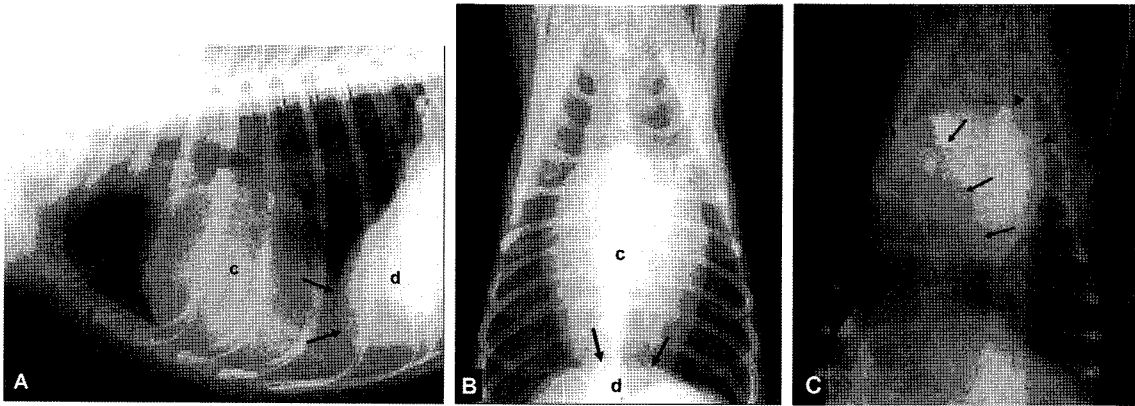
Radiographic evaluation of case 4. In survey thoracic radiographs (A and B), an elongated cardiac silhouette (c) contacted with the diaphragmatic line (d) and there was indistinct border between these organs (arrows). The positive contrast medium flowed into pericardial sac (arrowheads) through the defect and the filling defect (arrows) caused by herniated abdominal organs was observed in peritoneographic image (C).
